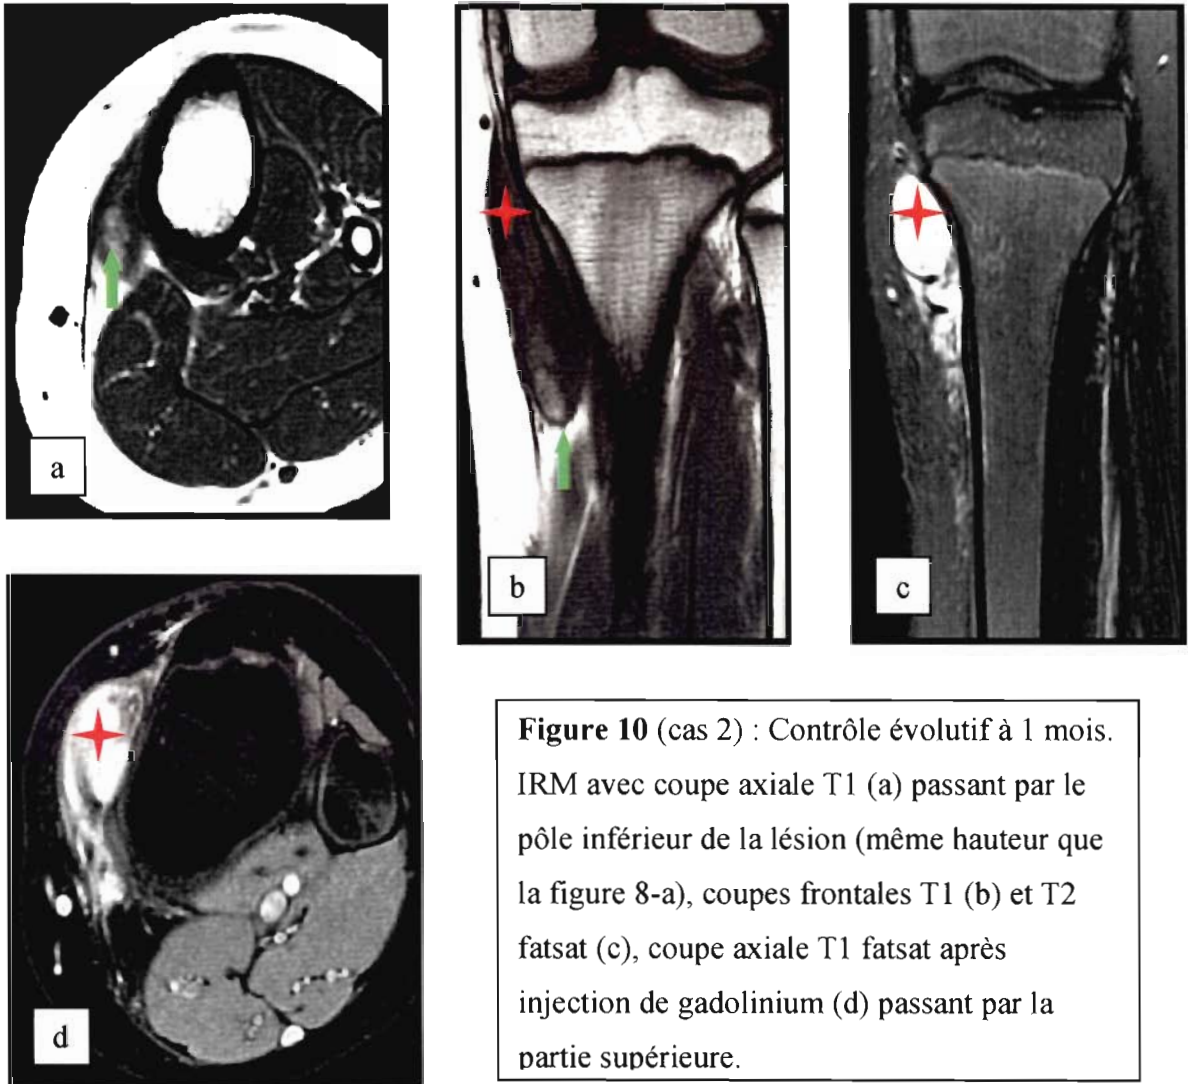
(cas 2) : Contrôle évolutif à 1 mois. IRM avec coupe axiale T1 (a) passant par le pôle inférieur de la lésion (même hauteur que la figure 8-a), coupes frontales T1 (b) et T2 fatsat (c), coupe axiale T1 fatsat après injection de gadolinium (d) passant par la partie supérieure.
